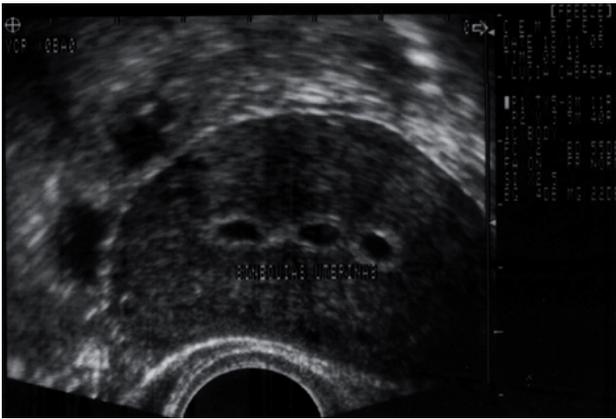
Síndrome de Asherman por histerosonografía
